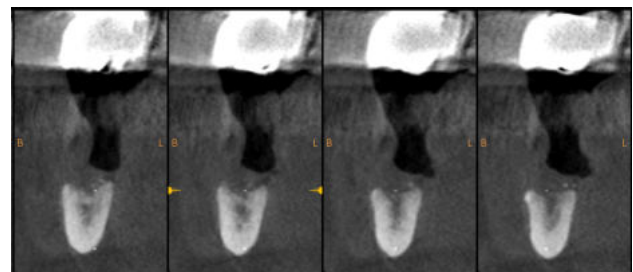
Corte ortorradiar del CBCT tras la retirada de los implantes.
